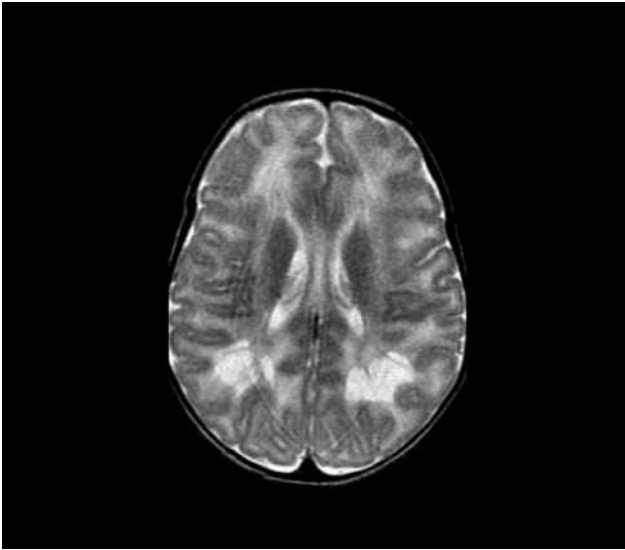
IRM cérébrale à 5 semaines, plan axial en T2 : atteinte de la substance blanche avec signes de souffrance.
